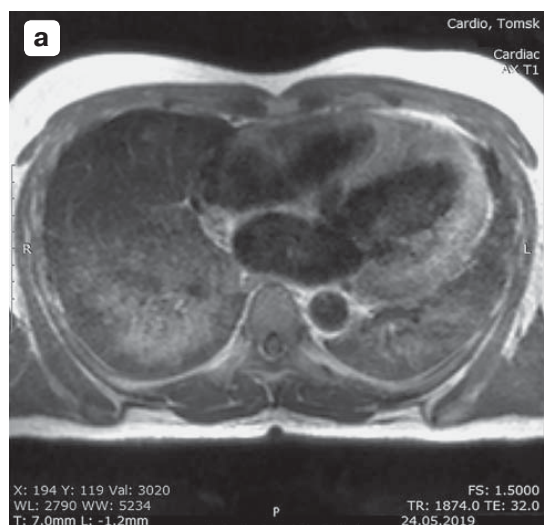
Аксиальные срезы МРТ органов грудной клетки в T1-взв. режиме с парамагнитным контрастным усилением. Тот же пациент, что и на рис. 7, 8. а – при поступлении с острой внебольничной пневмонией; б – спустя 2 мес, по достижении клинического выздоровления по пневмонии. Исследования с парамагнитным контрастным усилением (гадоверсетамид 0,5 М в дозировке 2 мл/10 кг массы тела), сканирование на 12–17-й минуте после внутривенного введения ПМКС. Рис. б верифицирует практически полное исчезновение патологического включения ПМКС в паренхиму легких, однако указывает на выраженное расширение левого желудочка и левого предсердия, как показатель прогрессирования сердечной недостаточности вследствие обширного ОИМ, с утратой не менее 1/3 миокарда левого желудочка сердца.
